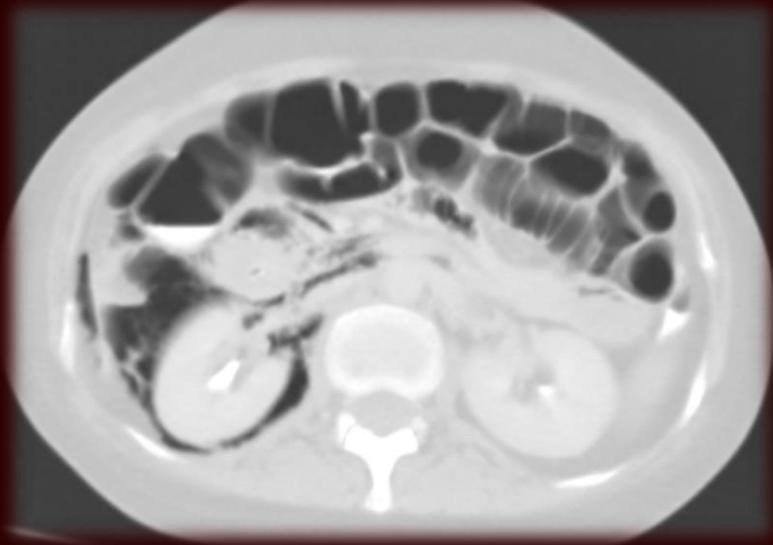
Corte axial de tomografía computarizada donde se observa neumoperitoneo y neumoretroperitoneo secundario a perforación duodenal.
